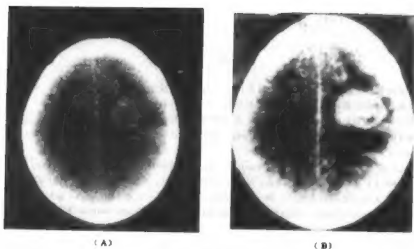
女6岁，视网膜母细胞瘤颅内转移CT扫描
